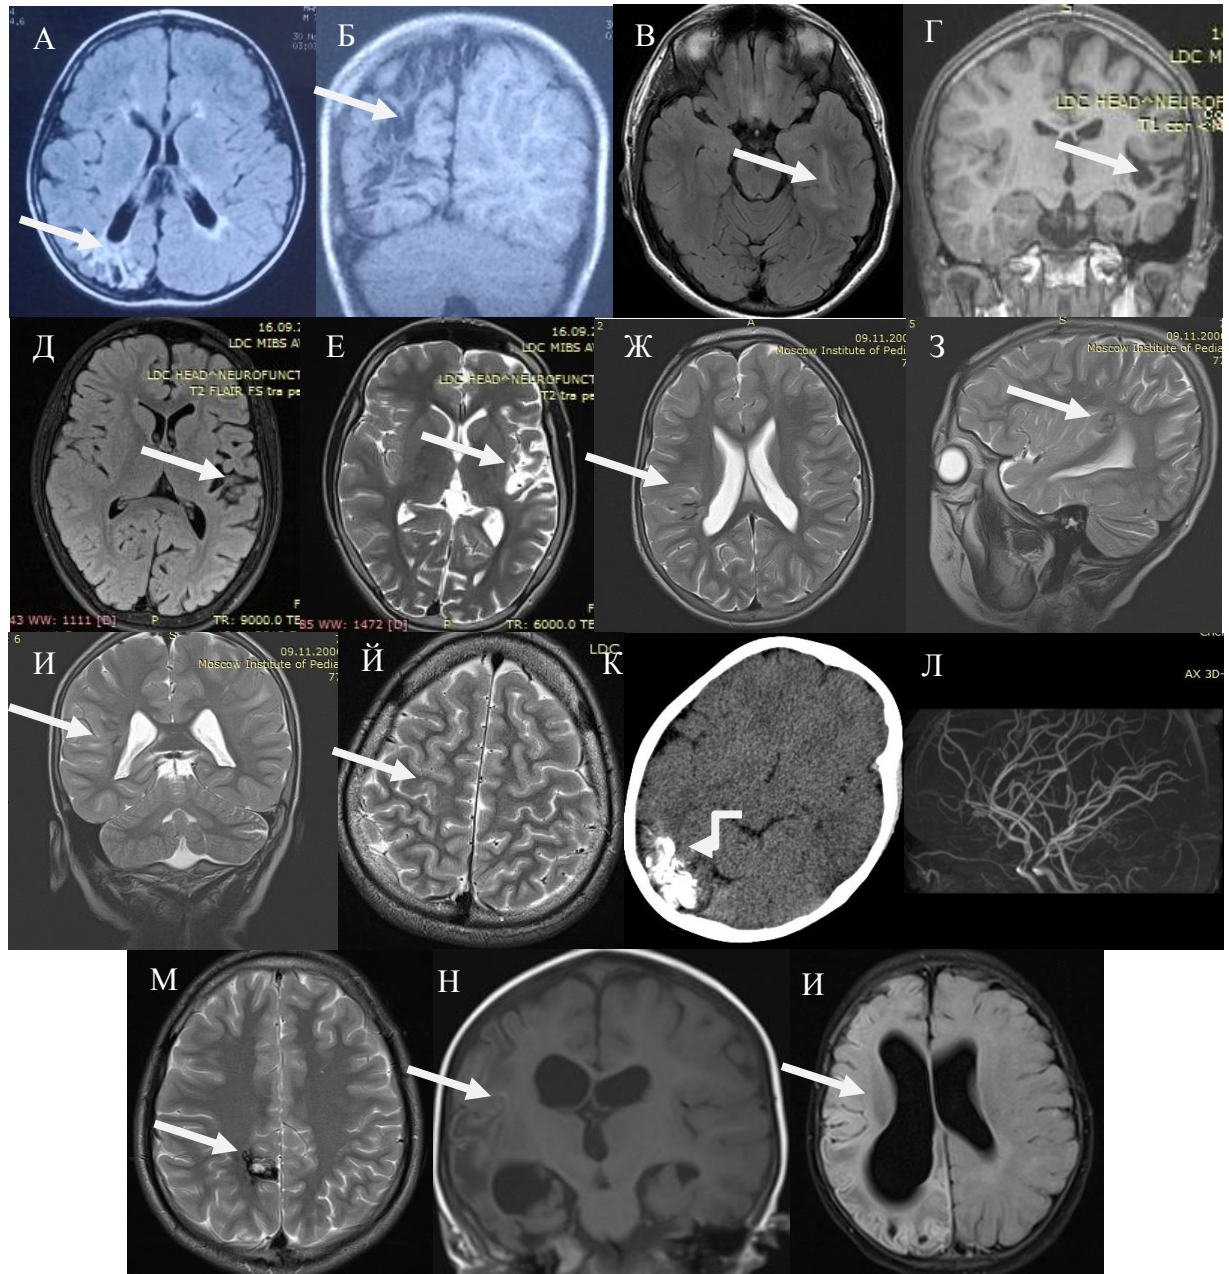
МРТ больной Д., 7 лет (А,Б). Ист.б. №1009-05. Атрофические изменения теменной и затылочной долей. Больная Е., 14 лет (В). Ист. б. №1590-08. ФКД II типа левой височной доли. Больная Ч., 12 лет (Г,Д,Е). Ист. б. №900-14. Кистозно-глиозные изменения левой височной, лобной и теменной долей. Больной Д., 5 лет (Ж,З,И). Ист. б. №1813-11. ФКД III типа. Больной А., 4 лет (Й). Ист.б. №2248-14. ФКД II типа постцентральной извилины. КТ и МРангиография больного В., 2 лет 8 мес (К,Л). Ист.б. №2260-12. Ангиоматоз Штурге-Вебера. Больная М., 13 лет (М). Ист. б. №1110-09. Кавернома теменной доли. Больная О., 2 лет (Н,И). Ист. б. №1738-14. Энцефалит Расмуссена.
